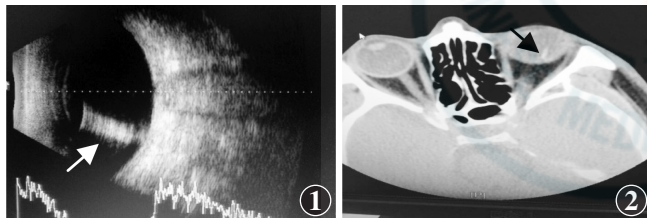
左眼B型超声显示视网膜前强回声影(箭头) 图2 眼部CT检查提示左眼球内异物(箭头)
